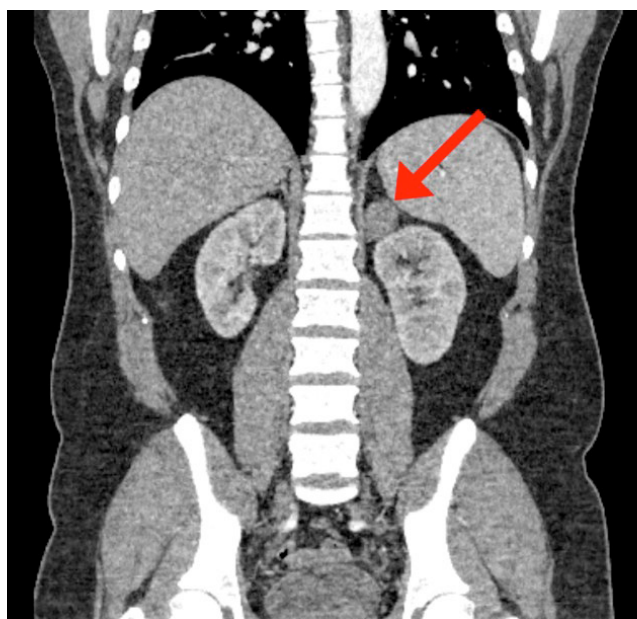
Компьютерная томография органов брюшной полости, корональная реконструкция. Визуализируется образование левого надпочечника
